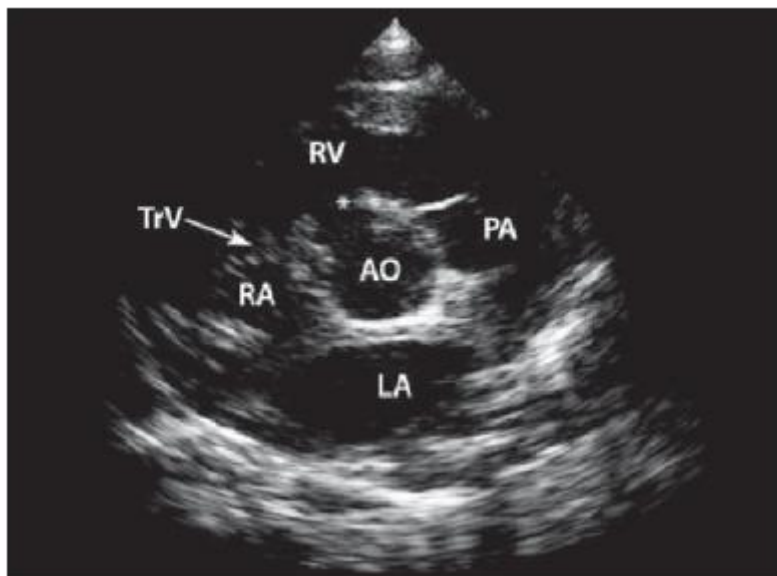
Echokardiographischer Befund eines perimembranösen VSDs von parasternal in der kurzen Achse (Schumacher, G., Klinische Kinderkardiologie, S.349).
